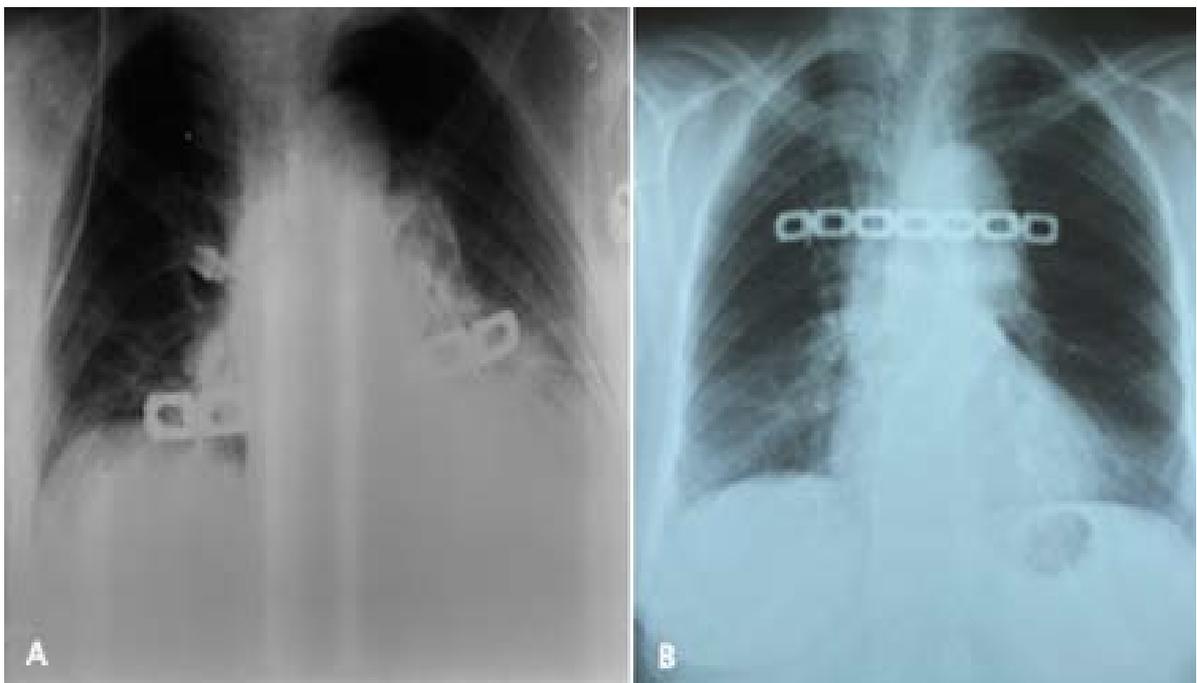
Radiographies thoraciques de contrôle A- à J1 post opératoire B- à 1 mois post opératoire
